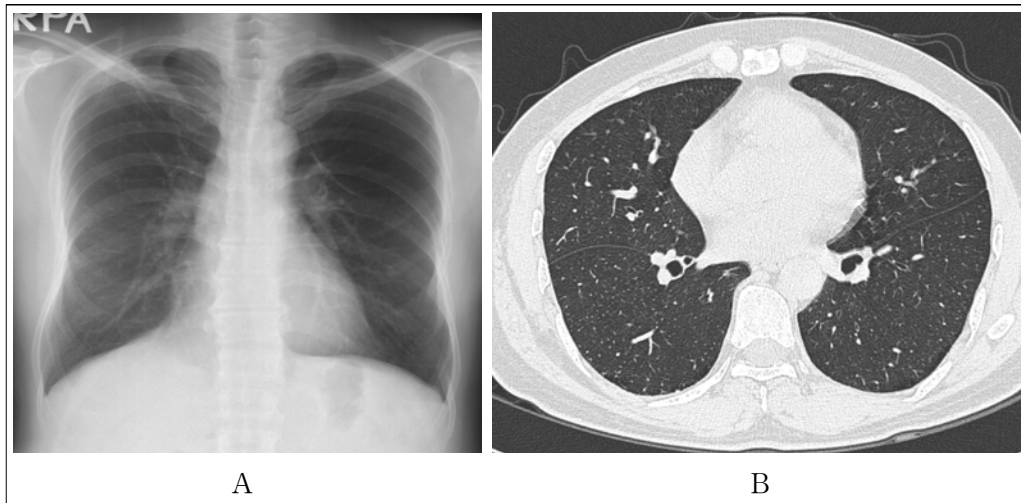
(A) On the chest radiography after 4 months, the consolidations and ground glass opacities had been disappeared. (B) High resolution computed tomography scan of the chest, after 4 months, shows complete resolution of the consolidations and ground glass opacities. Mild paraseptal emphysemas in the superior segments of the both lower lobes are revealed.
